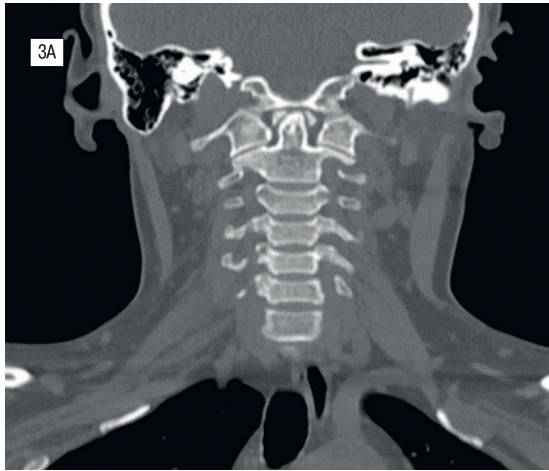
3А. РКТ шейного отдела позвоночника в прямой проекции: ассиметричное расположение боковых масс атланта по отношению к зубовидному отростку II шейного позвонка, больше слева Fig. 3A. CT scan of the cervical spine, frontal plane: asymmetrical location of the lateral masses of the atlas in relation to the odontoid process of the second cervical vertebra, more on the left
